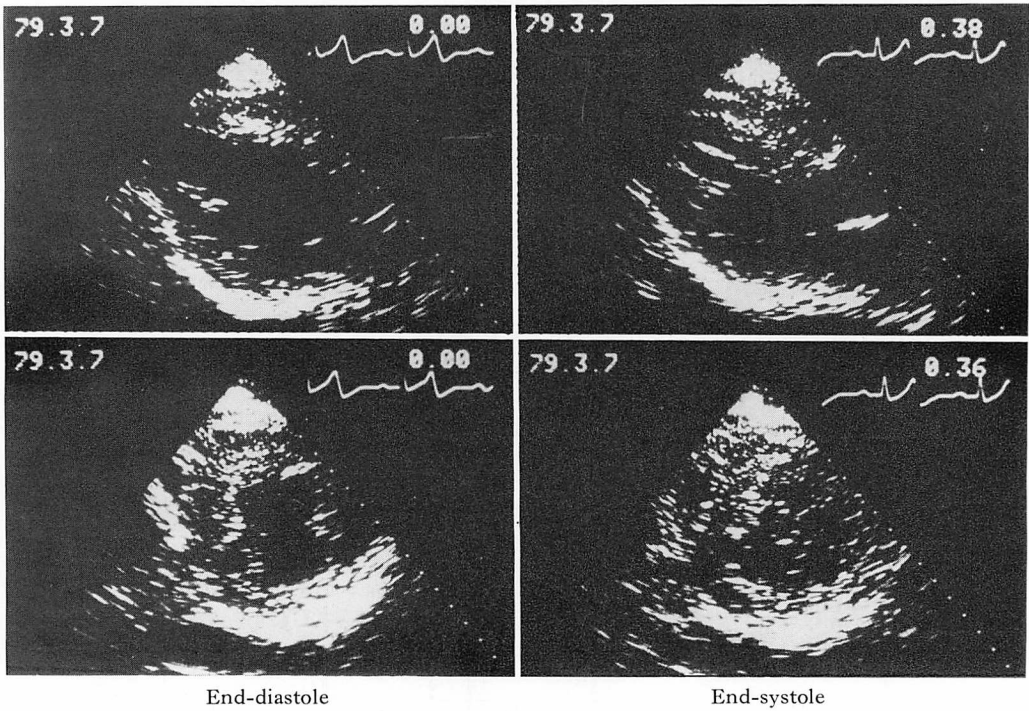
Echocardiograms on March 7, 1979 (60-year-old).
